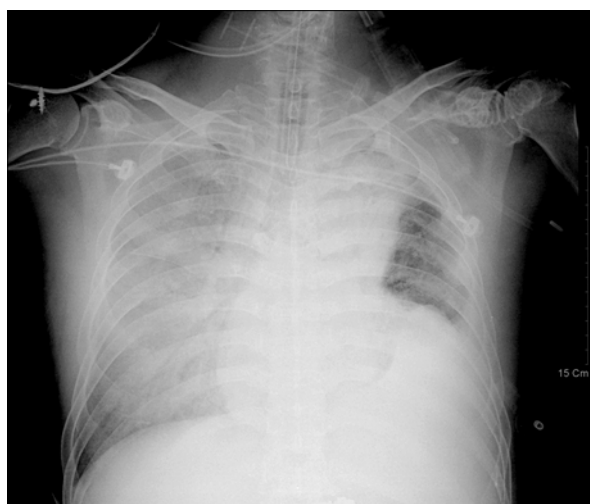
Chest radiograph on the 12th hospital day shows aggravated diffuse ground-glass opacities in both lungs.
